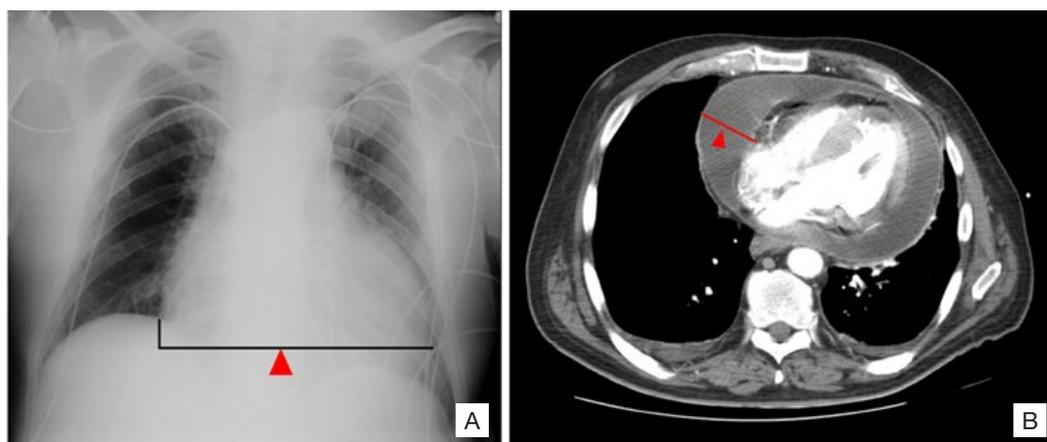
A. Radiografia torácica com aumento do índice cardiotorácico (enquadrado e assinalado por cabeça de seta). B. TC toracoabdominopélvica com derrame pericárdico de grande volume (espessura máxima de 3,5 cm assinalado por cabeça de seta).
